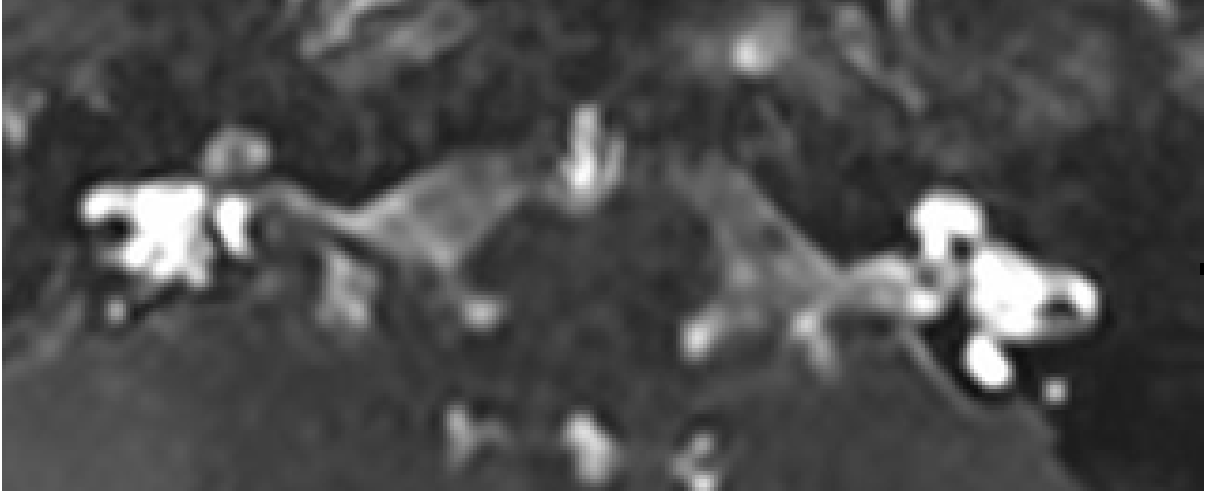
9 yaşında bilateral SNİK olan erkek hastanın aksiyel CISS MRG serilerinden MIP(a) ve VRT (b) tekniği kullanılarak elde olunan görüntülerde sağda normal sınırlarda iç kulak oluşumları görülmektedir. Solda ise koklea bazal halkasının bir kısmı mevcut olup bazal halkanın geri kalan kesimi, orta ve apikal halkalar izlenmemektedir. Bulgular sol iç kulakta koklear hipoplazi ile uyumludur.
